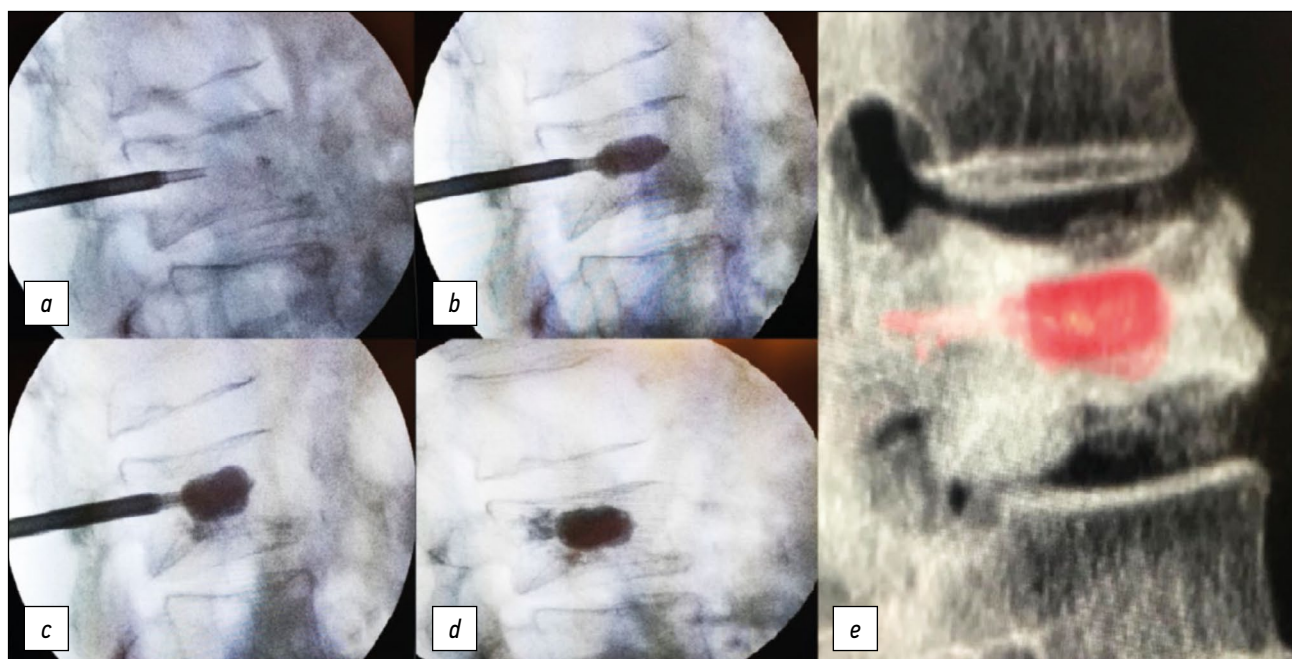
Размещение устройства Vessel-X: *a–d* — интраоперационная имплантация (костно-пластический материал начинает выходить из ПЭТ-контейнера только по достижении максимального размера; *e* — объёмное преобразование устройства.
